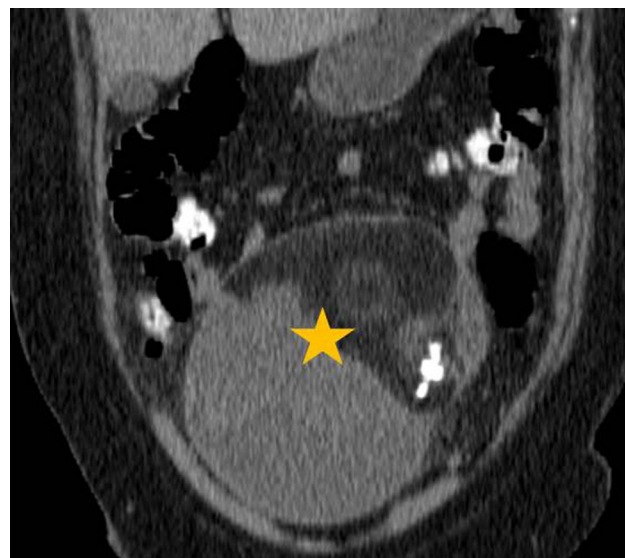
Teratoma quístico maduro. En la TC sin contraste se constata una voluminosa formación sólido-quística bien definida en la dependencia anexial, con contenido lipídico y de partes blandas, y calcificaciones (asterisco).
